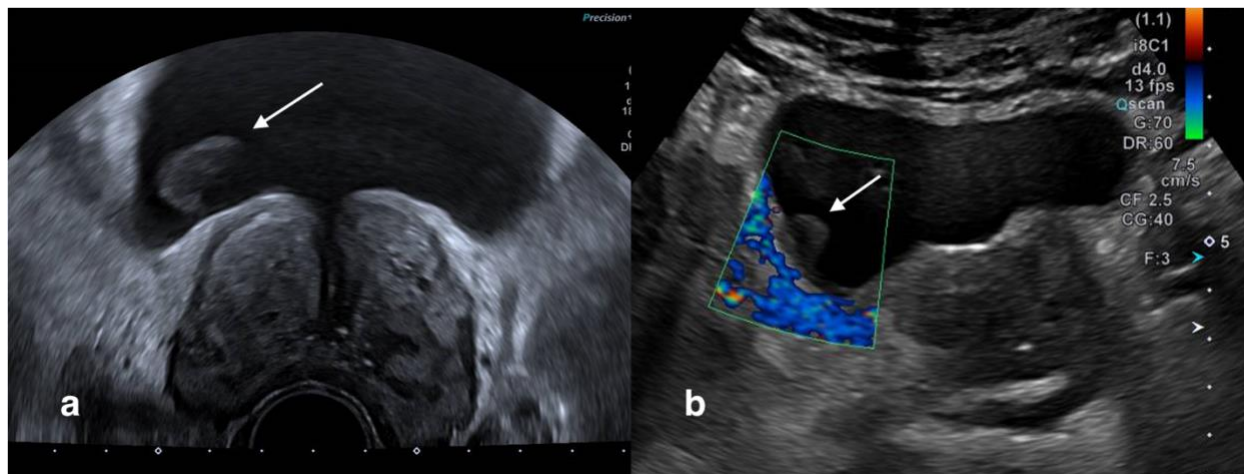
(a) – Ultrassonografia pela via transretal evidenciando material hipocogênico amorfo, móvel, no interior da bexiga (seta). (b) – Ultrassonografia pela via abdominal evidenciando o mesmo achado descrito (seta), e ausência de fluxo ao Doppler, podendo corresponder à coágulo.
